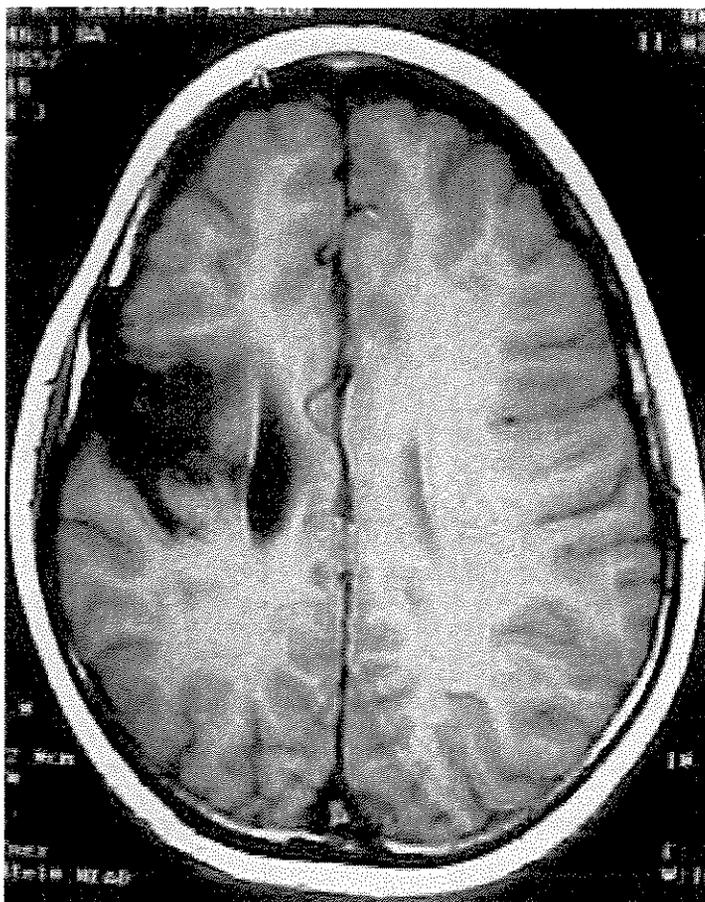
Sujeito 5 MMM RM do Crânio em 11/02/1999, paciente acometido por DCVI aos três meses de idade.
